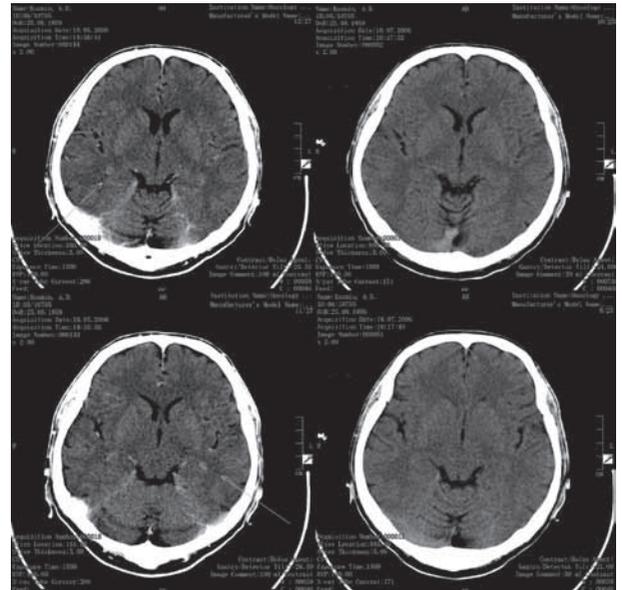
КТ головного мозга с внутривенным контрастированием до лечения (19 мая 2006 г.) и после двух курсов ПХТ (19 июля 2006 г.). Полная регрессия (19 мая 2006 г. в височных областях с обеих сторон очаги 0,5 и 0,6 см, без отека, нельзя исключить более мелкие очаги в теменных областях. 19 июля 2006 г. перестали определяться выявляемые ранее очаги в структурах головного мозга)
